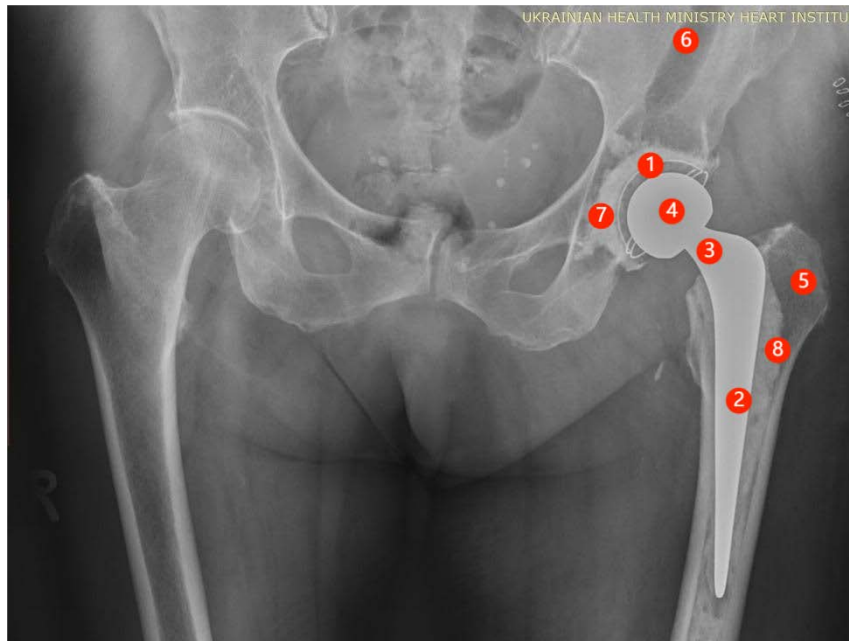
Рентгенограма кульшового суглоба у прямій проєкції. 1 – кульшовий компонент ендопротеза КС, 2 – стегновий компонент КС, 3 – шийка стегнового компонента ендопротеза, 4 – голівка стегнового компонента ендопротеза, 5 – стегнова кістка, 6 – кістки тазу, 7,8 – цементна мантия (фото з операції)
